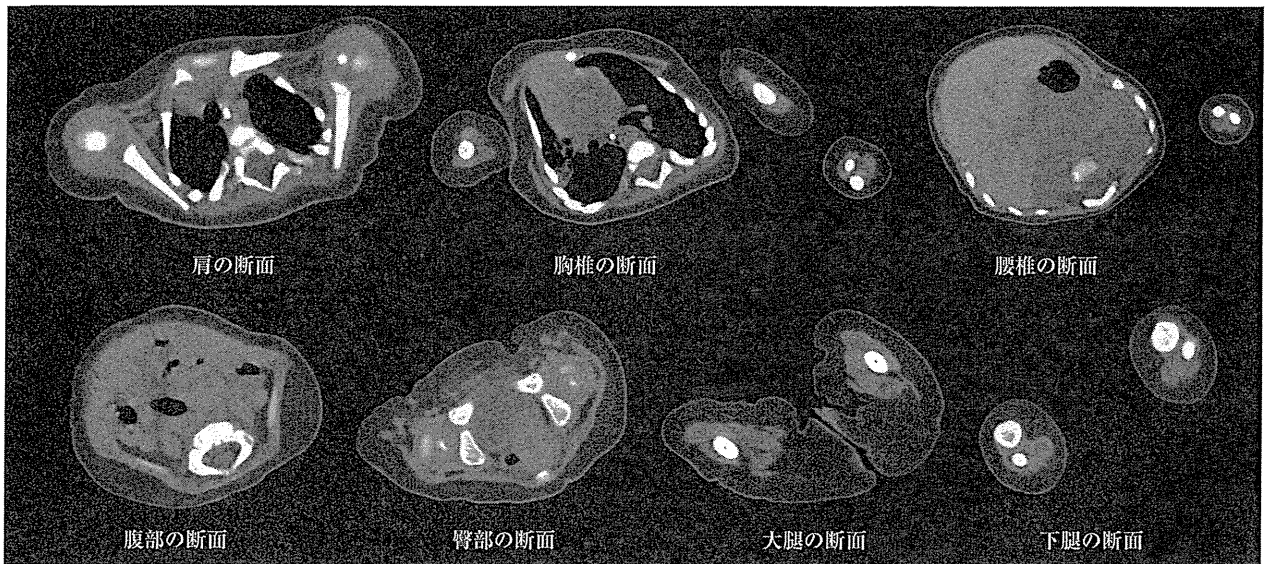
筋CT検査（日齢54, windowレベル30）
